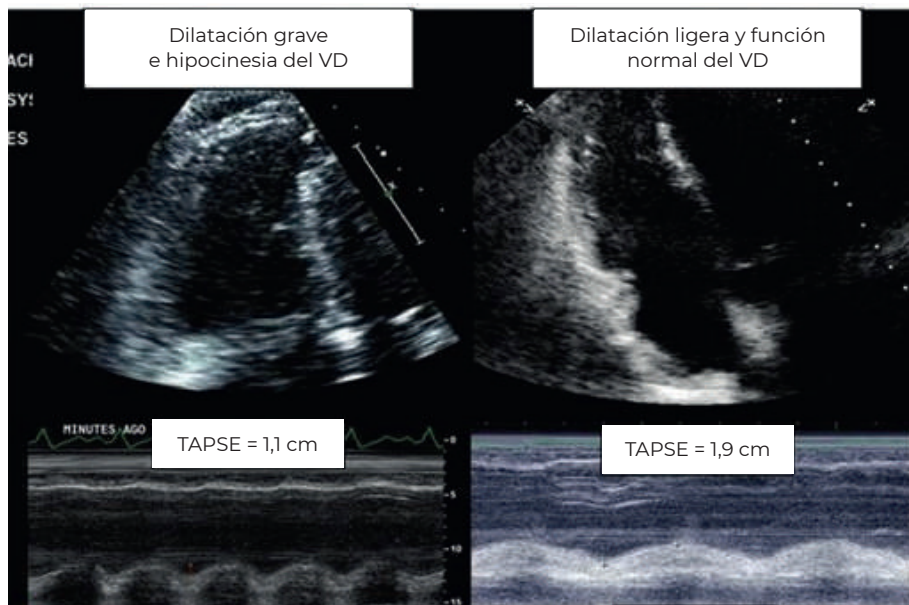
Evaluación por ecografía transtorácica de una tromboembolia ventricular masiva antes y después del tratamiento de fibrinólisis.
